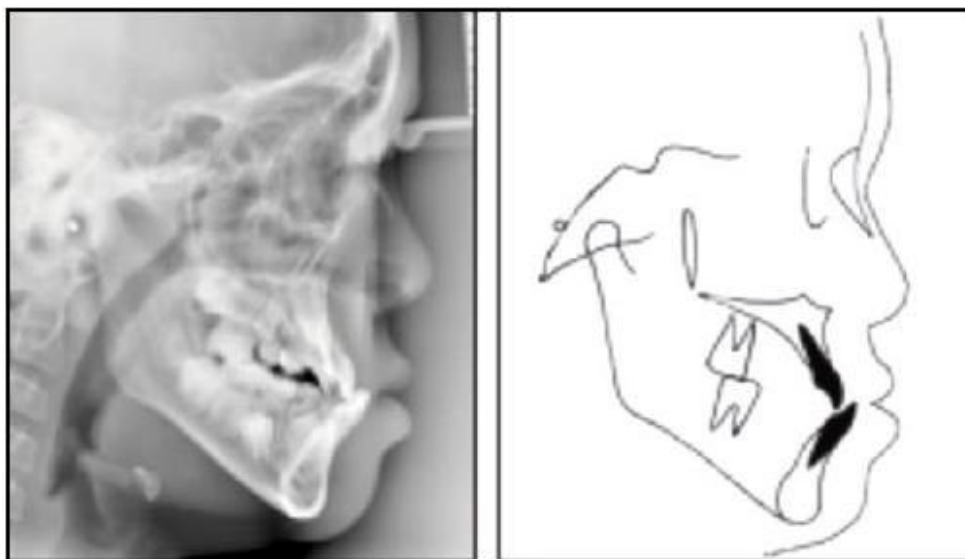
Radiografía lateral y trazado cefalométrico inicial. ⁶³
